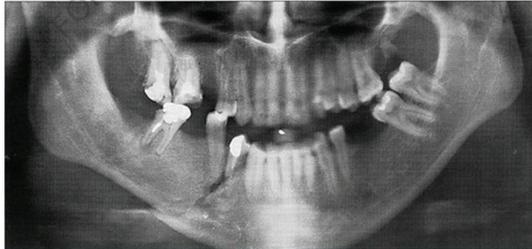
Ортопантомограма з деформацією в результаті перелому нижньої щелепи із фрагментами, що неправильно зрослися.
